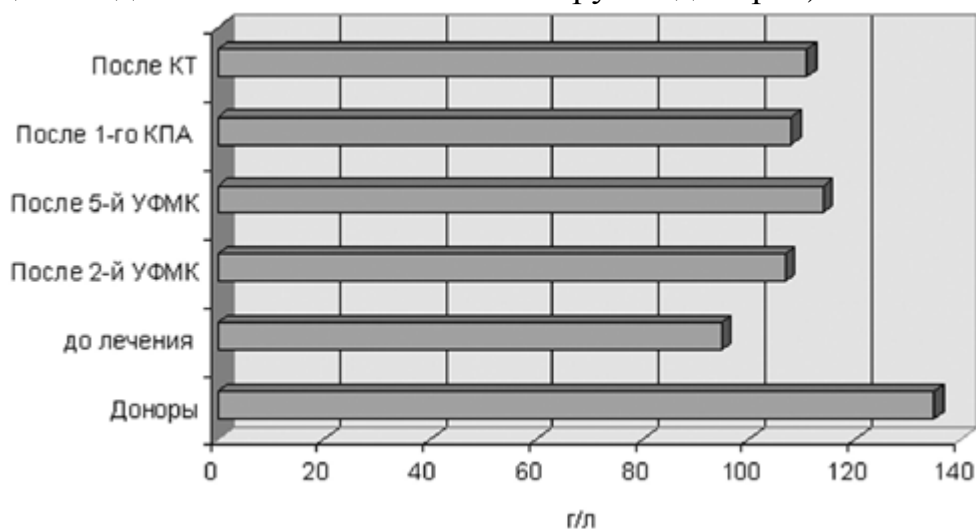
Динамика НЬ в процессе сочетанного применения УФМК и КПА с ПС у больных подгруппы КПА-УФМКс. КТ-комбинированная терапия.
